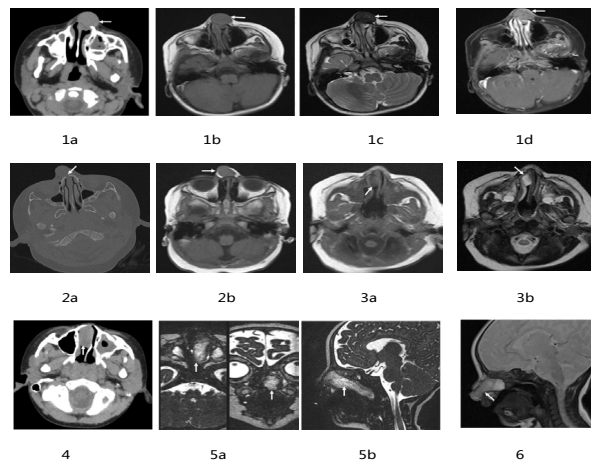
男, 23 月龄, 鼻外型 NGH, 颅骨三维重建显示局部骨质受压, MRI 示肿物 T1WI 等信号, T2WI 低信号, 局部可见小片状 T2WI 稍高信号, 增强后显示局部轻度强化。图 2a-2b: 男, 8 月龄, 鼻外型 NGH, CT 骨窗示局部骨质缺损, MRI T1WI 等信号。图 3a-3b: 男, 2 月龄, 鼻内型 NGH, T1WI 稍低信号, T2WI 高信号。图 4: 男, 4 岁, 鼻内型 NGH。图 5a-5b: 女, 6 月龄, 鼻内型 NGH, 左侧鼻腔至鼻后孔区团状肿物, T2WI 等、高信号, 薄层冠状位示肿物未与颅内相连通。图 6: 混合型 NGH, 矢状位 T2WI 左侧鼻腔至鼻外高信号肿物。
